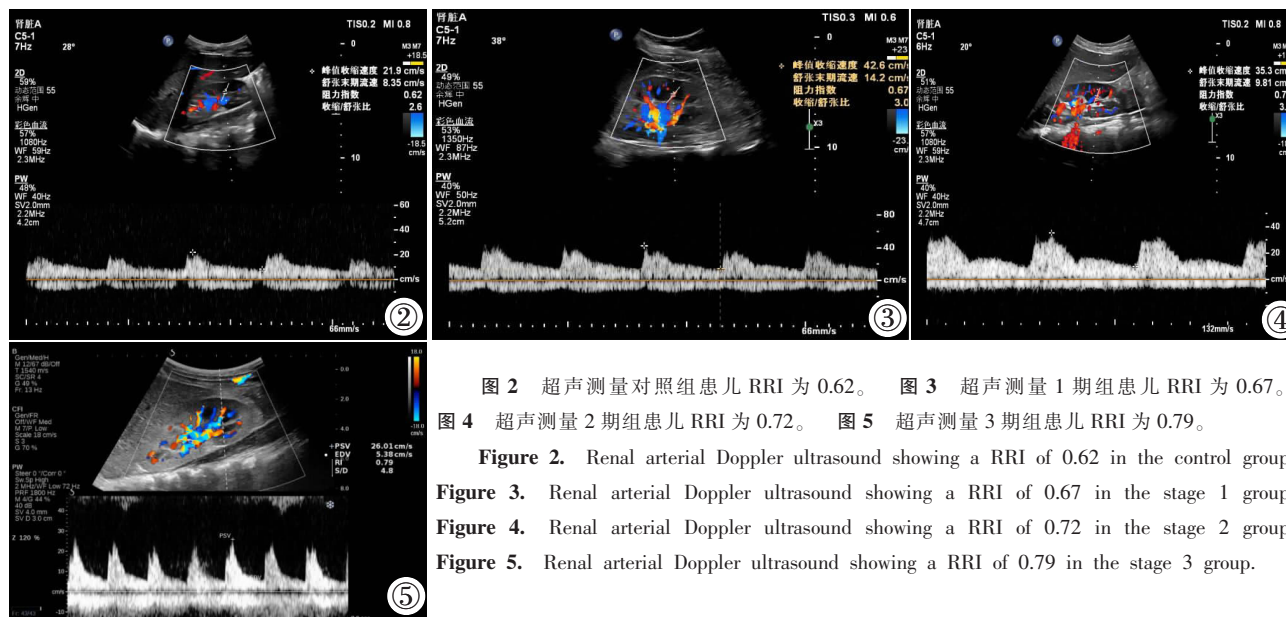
超声测量对照组患儿 RRI 为 0.62。图 3 超声测量 1 期组患儿 RRI 为 0.67。图 4 超声测量 2 期组患儿 RRI 为 0.72。图 5 超声测量 3 期组患儿 RRI 为 0.79。
